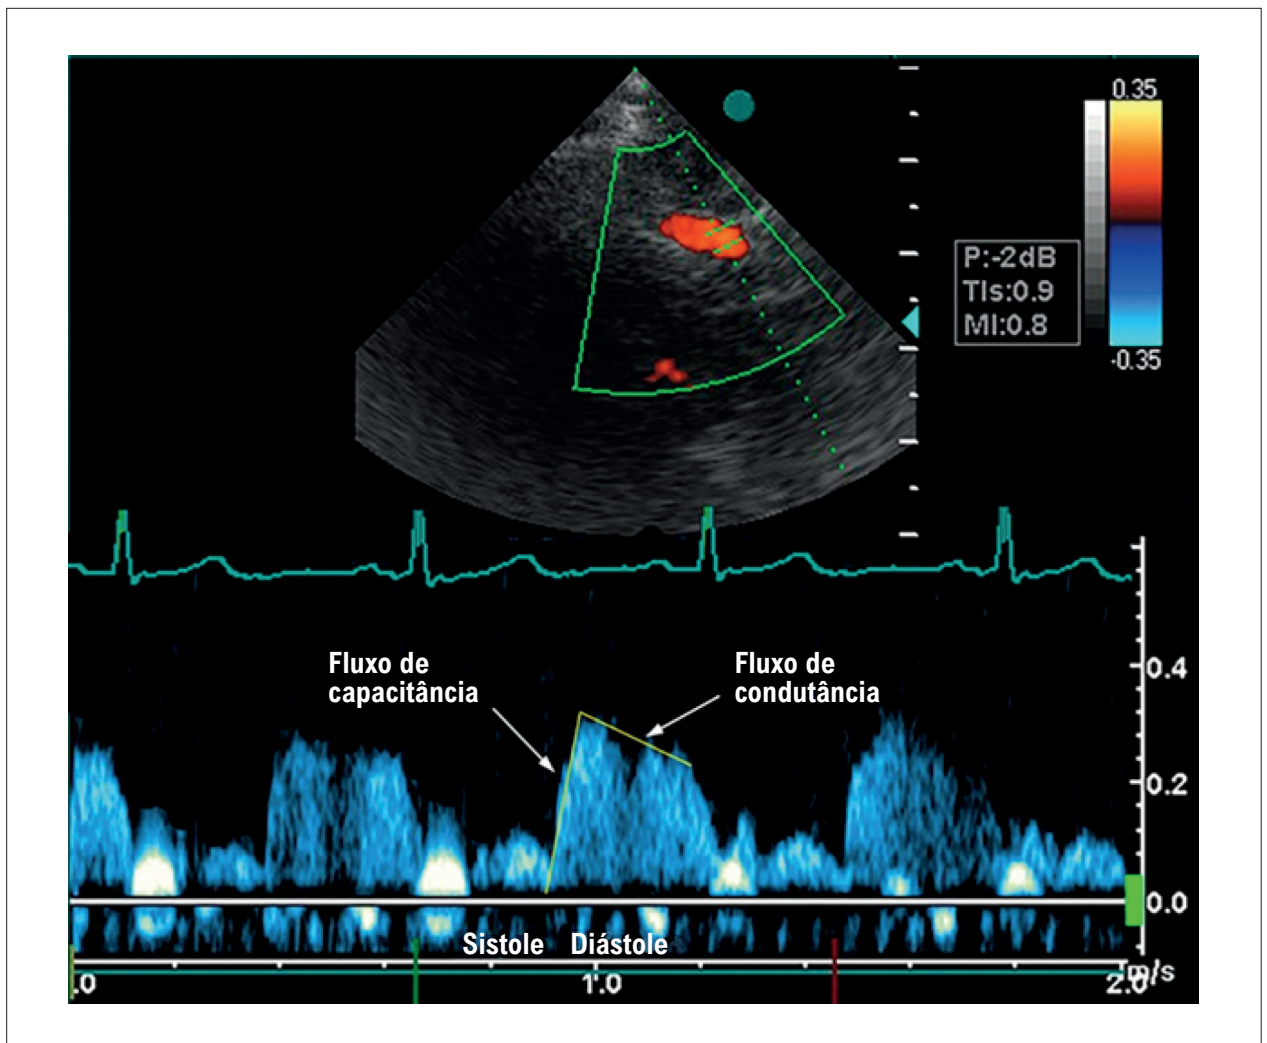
Doppler transtorácico de fluxo coronário com padrão sistólico-diastólico normal.
